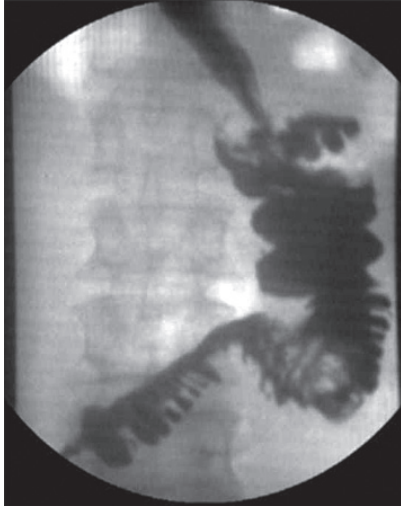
Рентгенография еюногастропластической вставки на 7-е сутки после операции.
